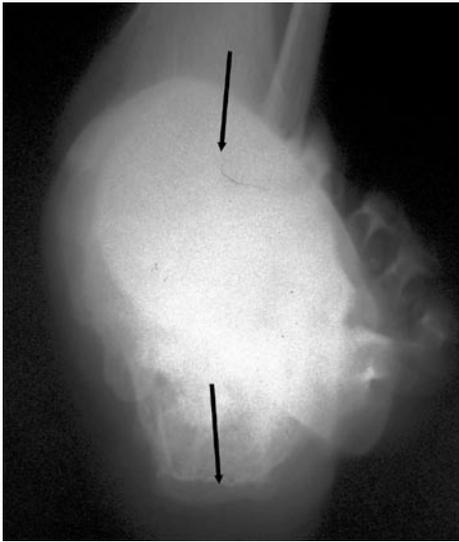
Рентгенограмма заднего отдела правой стопы больного А., 22 лет, в аксиальной проекции, до операции
